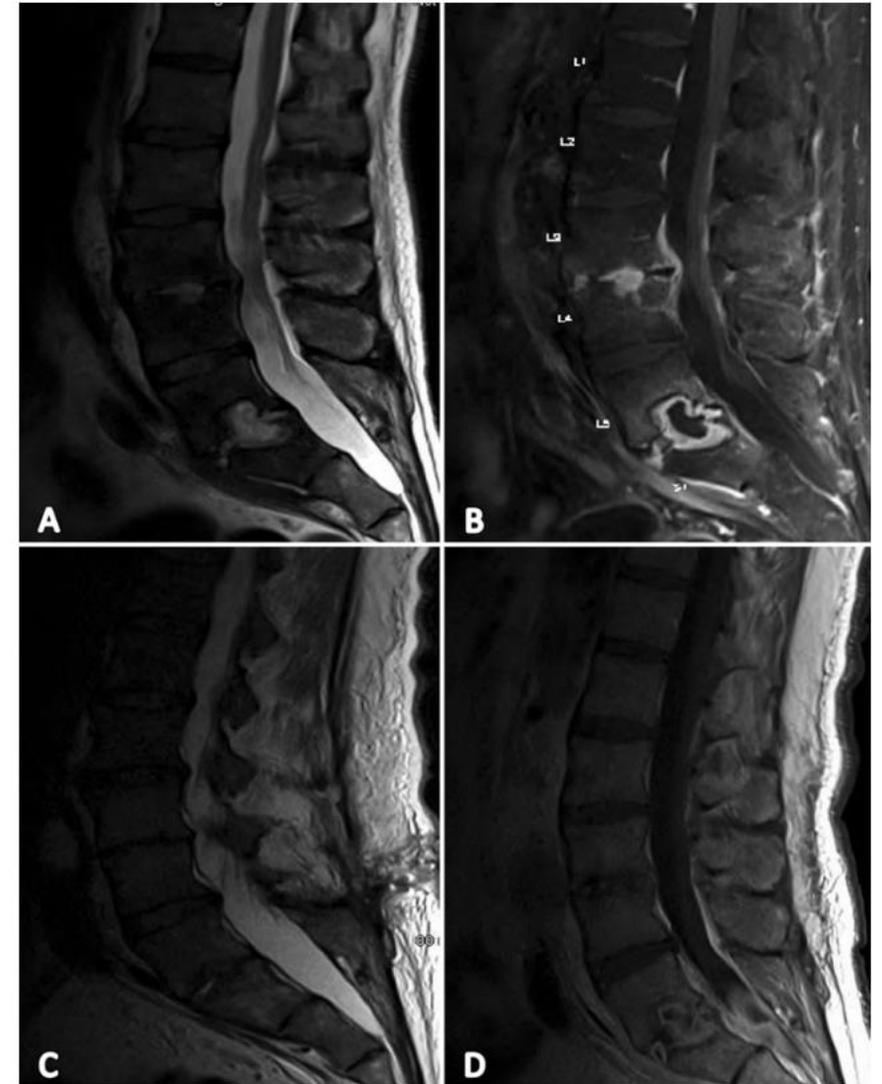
Sagittal MRI studies of the thoracic spine with and without contrast obtained in a patient with *S. aureus* spondylodiscitis. A: Preoperative T2-weighted sequence showing high-intensity signal in the L3–4 and L5–S1 disc space and surrounding inflammatory changes in the adjacent vertebrae and destruction of the adjacent plates at L5 and S1. B: Preoperative T1-weighted sequence with contrast showing ring enhancement with central cavitation in the disc space and adjacent vertebral bodies. C and D: Six-month postoperative T2- and T1-weighted sequences with contrast showing improvement of the inflammatory changes in the disc space and adjacent vertebral bodies.
